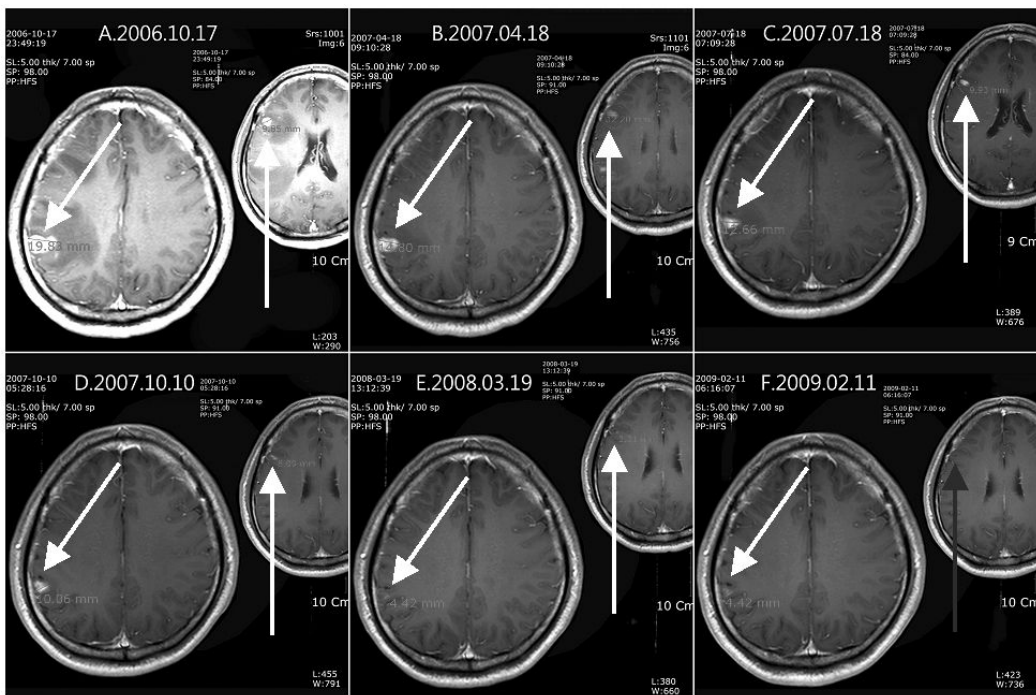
Chronological radiographic findings. The size of brain mass decreased after Allergen removed *Rhus verniciflua* Stokes(aRVS) intake.
